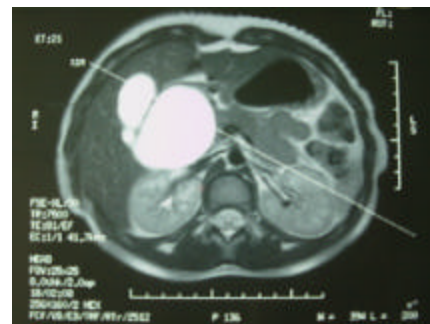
Resonancia Magnética de la Vía Biliar
